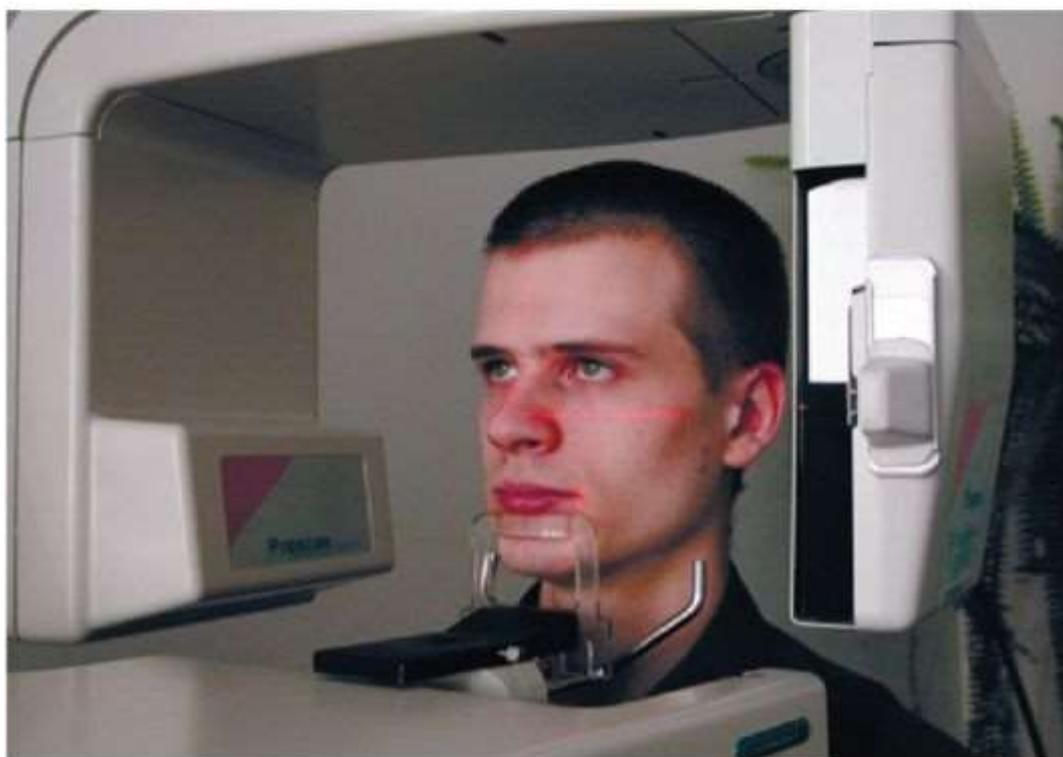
Рентгенологическая установка «Планмека»
